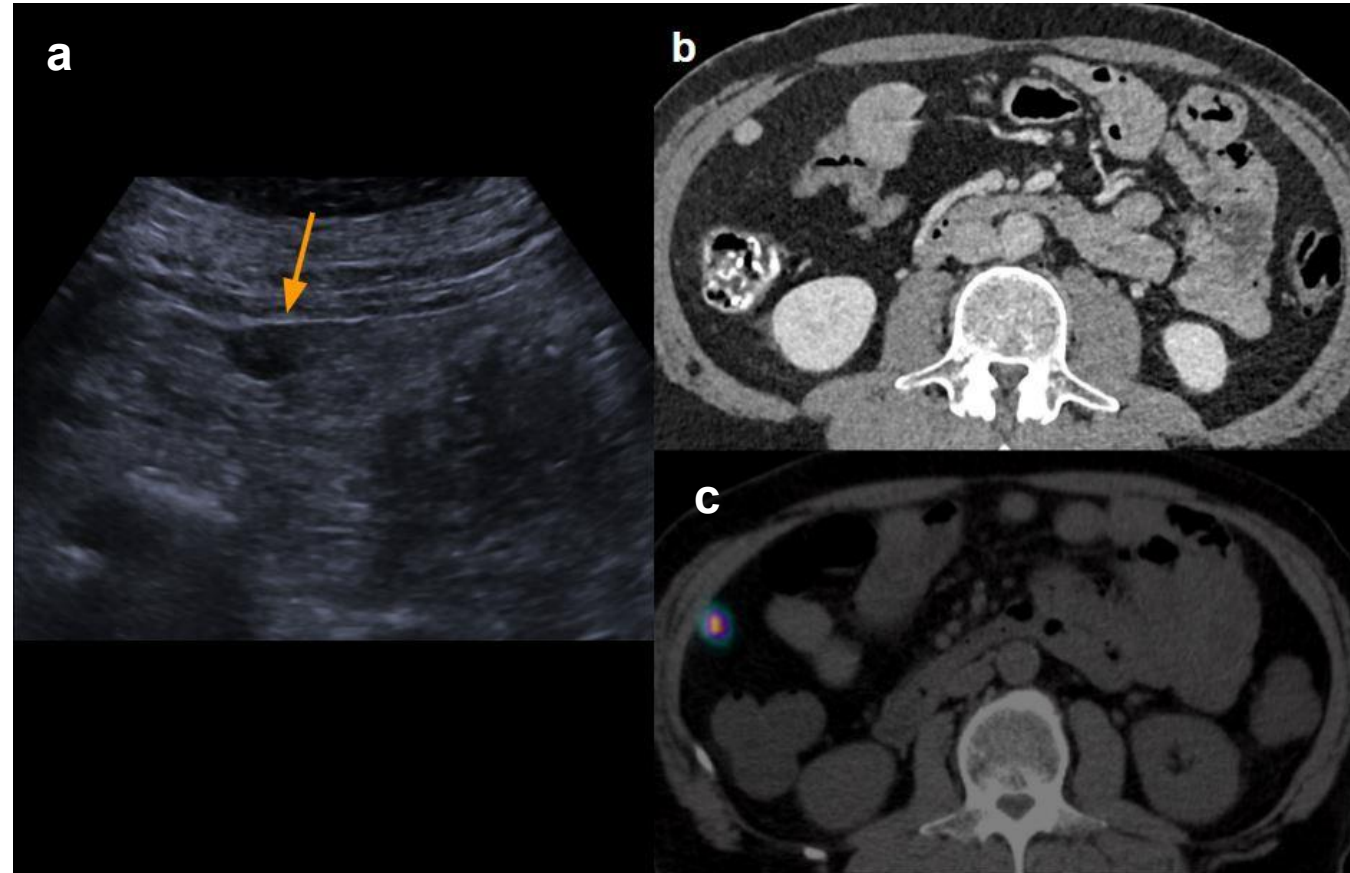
Ecografía (a), TC (b) y SPECT/TC (c) que muestran un nódulo peritoneal con captación del radiotrazador, correspondiente a metástasis de tumor del estroma gastrointestinal (GIST).
